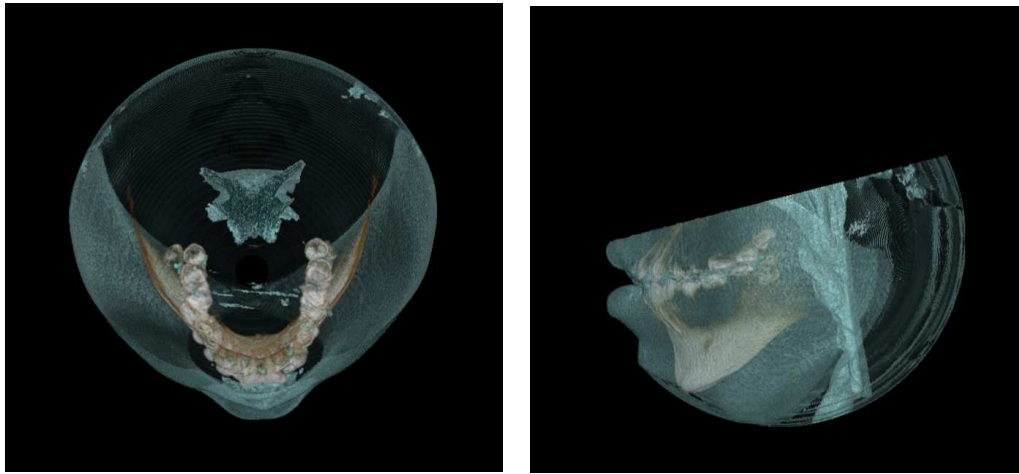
Measurement of CBCT image at the level of SPAS.
